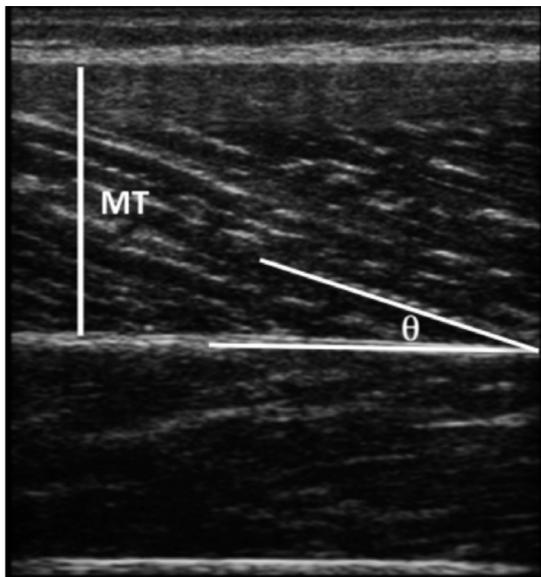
Muscle thickness (MT) and pennation angle assessment of an ultrasound image of the vastus lateralis (θ).
